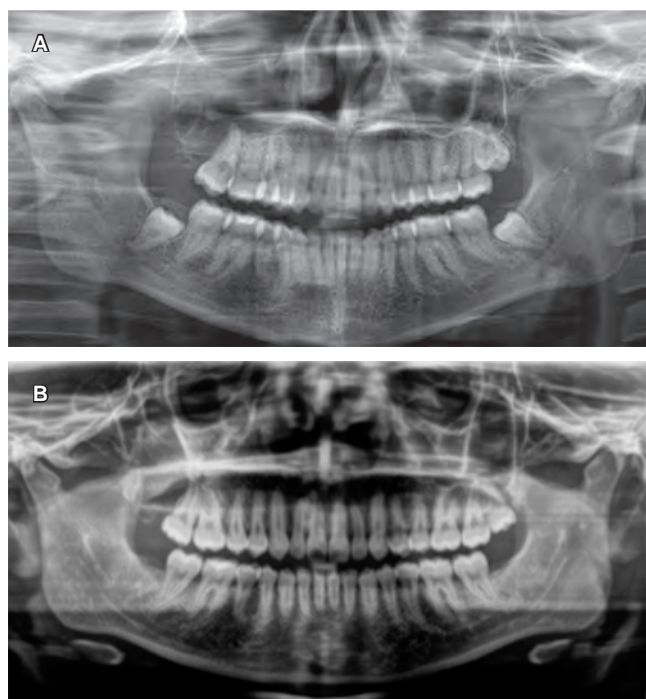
Ortopantomografía. A) Ocho meses posteriores a la descompresión quística, se observa la ausencia de OD 18 y cavidad quística delimitada con bordes definidos. B) Control a treinta meses posteriores a enucleación y aplicación de 5-fluorouracilo.
